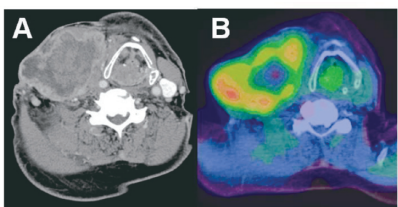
Contrast-enhanced CT (A), ¹⁸F-FMISO PET/CT (B) images in a case No.12 with hypopharyngeal carcinoma and lymph node metastasis in the right neck. Tumor-to-blood count ratio, tumor-to-LV count ratio, and SUVmax were 2.57, 1.86, and 3.85 respectively.
